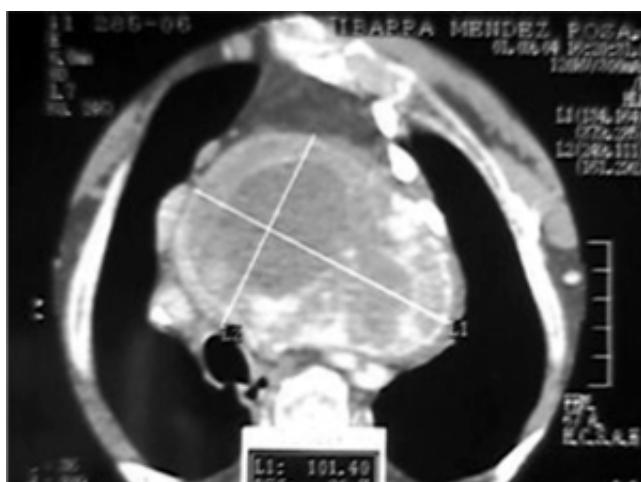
Tomografía con lesión en mediastino anterior y desviación de la tráquea.
